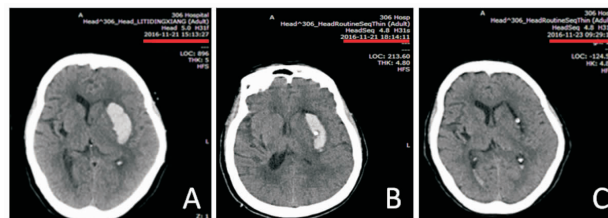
高血压脑出血患者立体定向下穿刺引流手术前后 CT 结果
